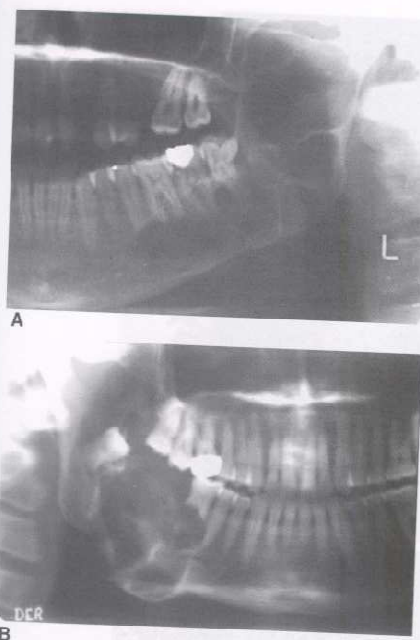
Ameloblastoma multilocular. A. Radiografía panorámica: el área radiolúcida de tamaño considerable no posee la disposición similar a "pompas de jabón". El tumor deforma la escotadura sigmoidea del maxilar inferior. B. En este caso la neoplasia desplazó al tercer molar inferior. El primer molar presenta reabsorción de sus dos raíces.
